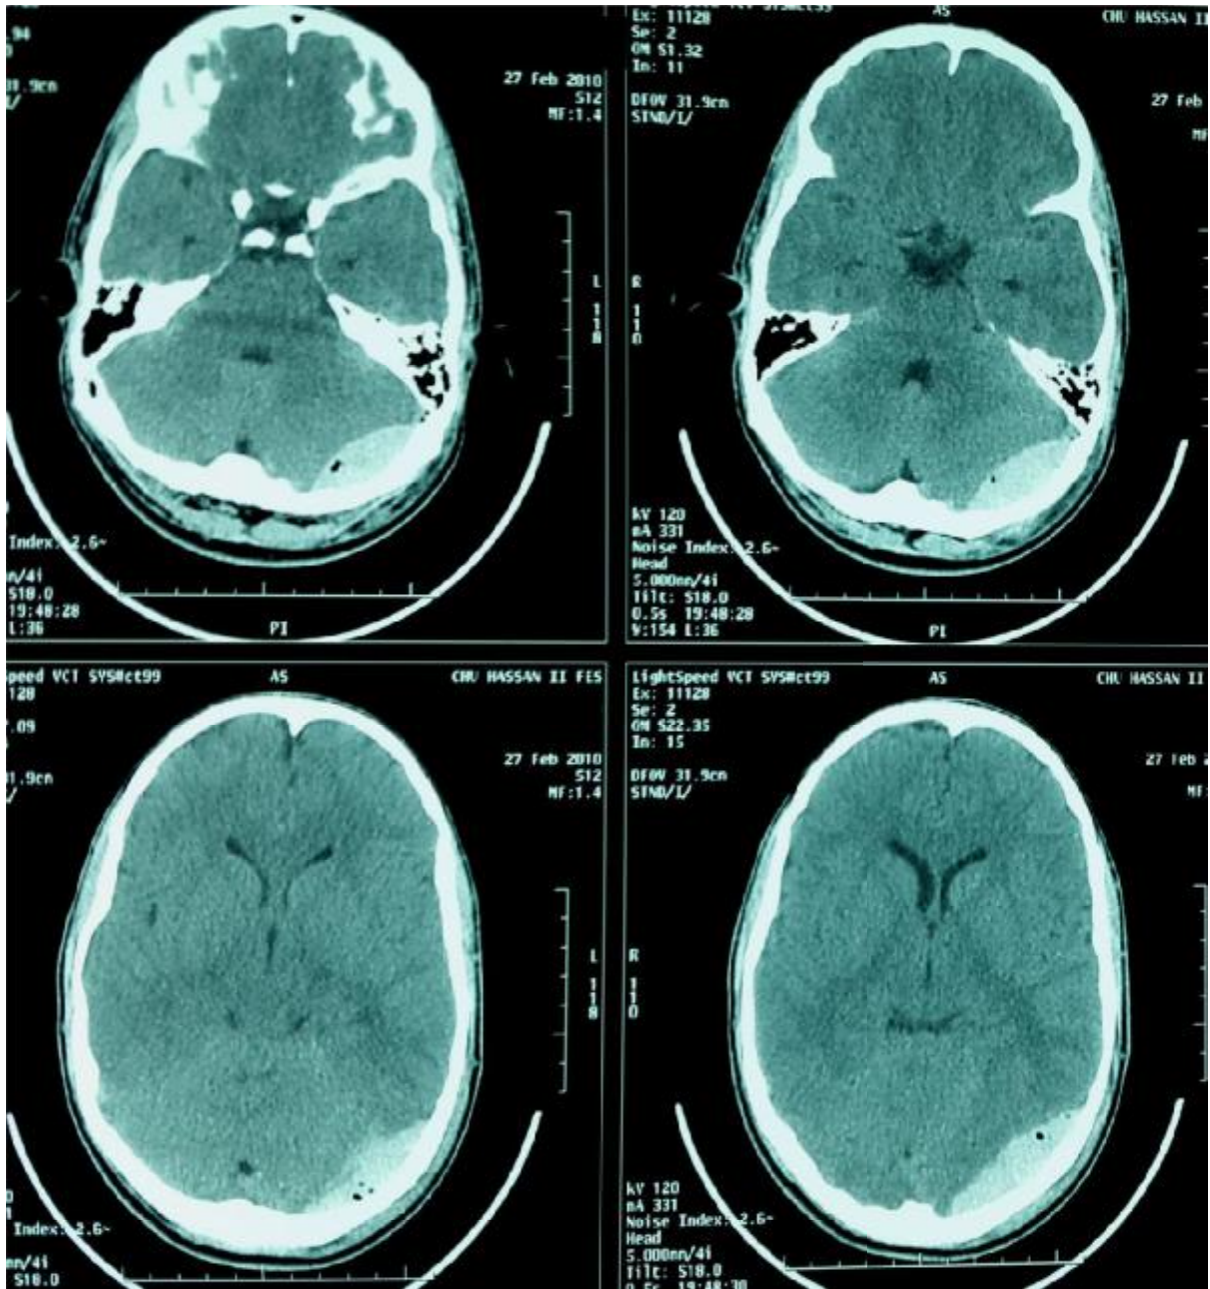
TDM cérébrale en coupes axiales, fenêtres parenchymateuses, montrant un franc HED gauche de la FCP associé à un HED pariéto-occipital gauche sus tentoriel.
